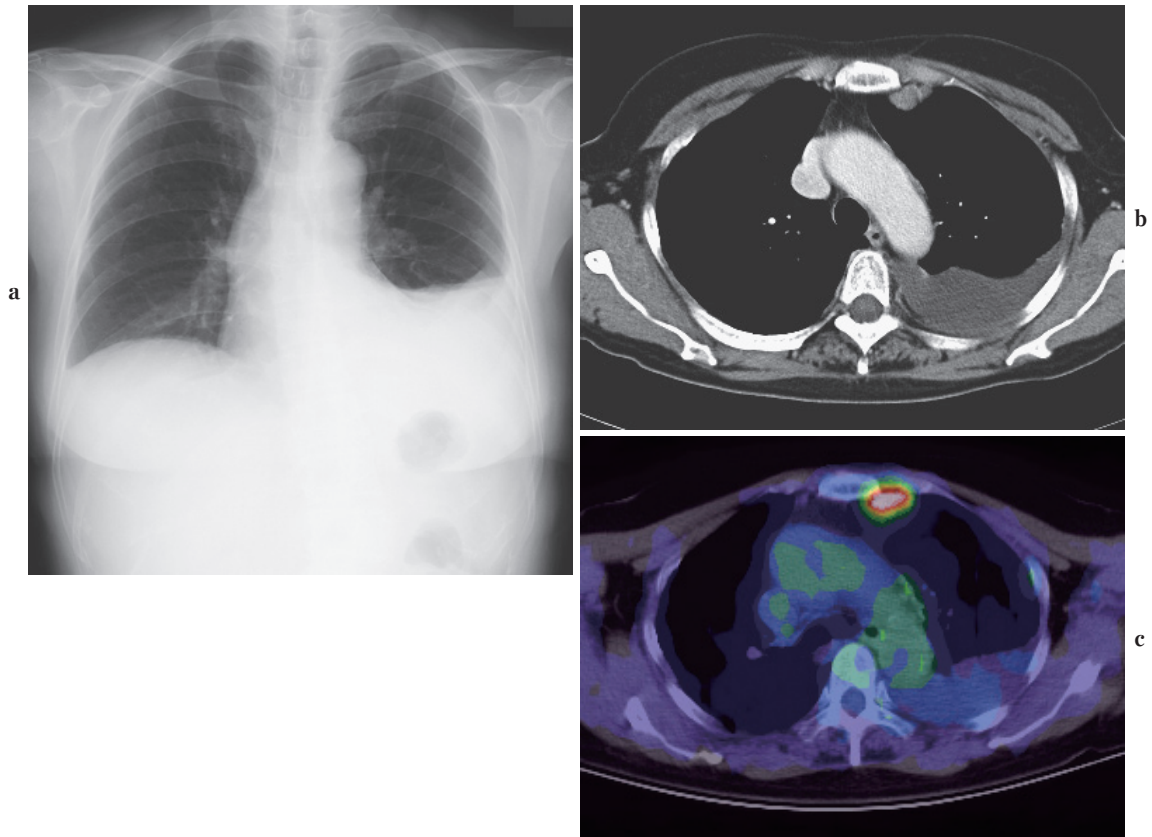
Localized mesothelioma. a. A chest X-ray film shows left pleural effusion. Increased opacity can be seen in the mediastinal side on the left hemithorax. b. CECT shows a soft tissue mass lesion in the left side. No other discrete mass or pleural thickening was found. c. FDG-PET/CT. Uptake of FDG can be seen on the parasternal mass.
